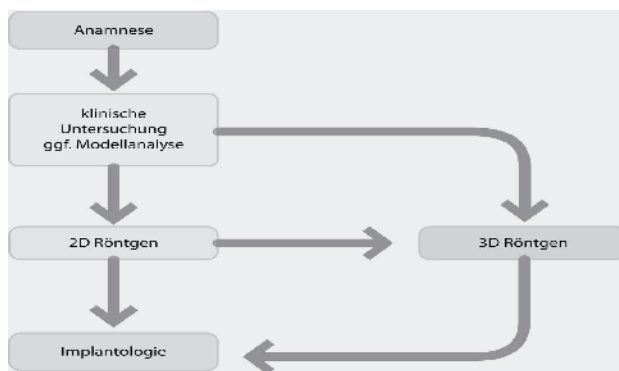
Diese grafische Darstellung stammt aus der S-2k Leitlinie und stellt den Umgang mit dem DVT dar. Es wird darauf hingewiesen, dass das OPG für die meisten Fragestellungen in der Zahnmedizin genügt - eine stufenweise Vorgehensweise ist anzustreben. Zunächst 2D als Basisuntersuchung, um sich eine Übersicht über die Funktionseinheit zu schaffen. Im nächsten Schritt sollte nach einer befundbezogenen Untersuchung und Modellanalyse eine gezielte Abklärung von Befunden oder die Ausführung spezieller Techniken mittels DVT erfolgen. Gibt es dann noch unklare Strukturen oder Befunde sind weiterführende Diagnostiken mittels DVT oder MRT nötig.
